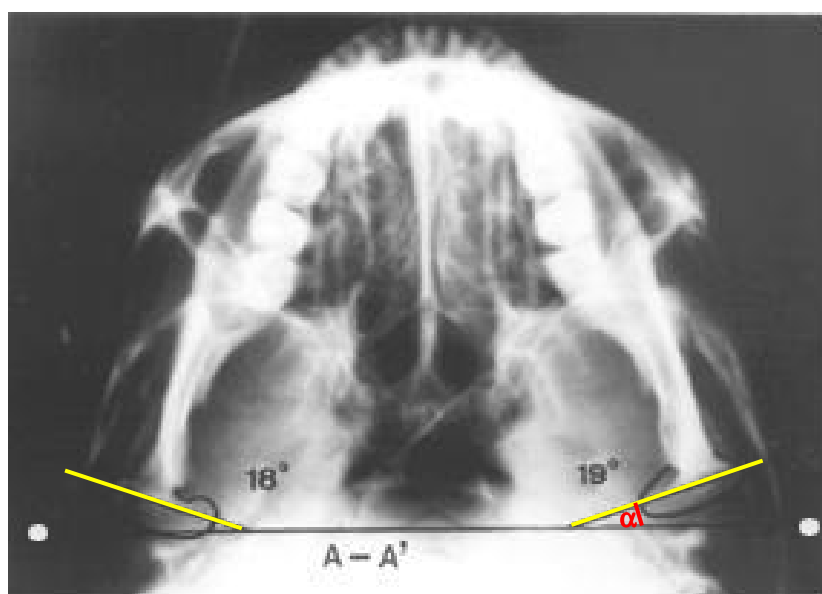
Radiografia submento-vértice evidenciando a mensuração da angulação horizontal condilar (α) obtida entre o longo eixo do côndilo (em amarelo) e a linha intermeatal (A-A').
